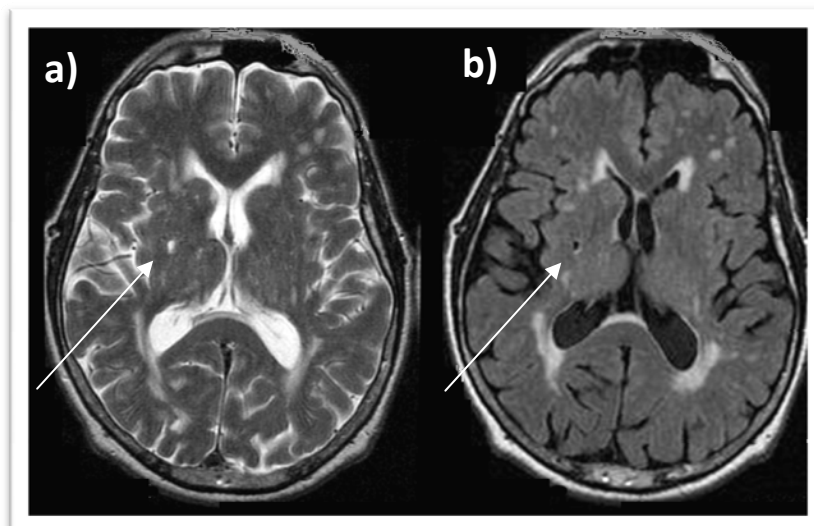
Enfarte lacunar em RM - a) Corte axial, sequência ponderada em T2 FSE; b) Corte axial, sequência ponderada em T2 Fast FLAIR.
